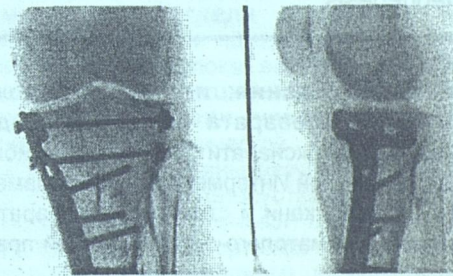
Рентгенограмма остеосинтеза Т-образной пластиной и болтом-стяжкой
